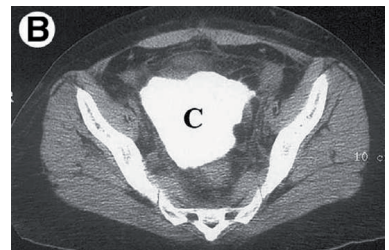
TAC pélvico tras la urografía excretora; muestra una gran colección densa fluida en pelvis.
